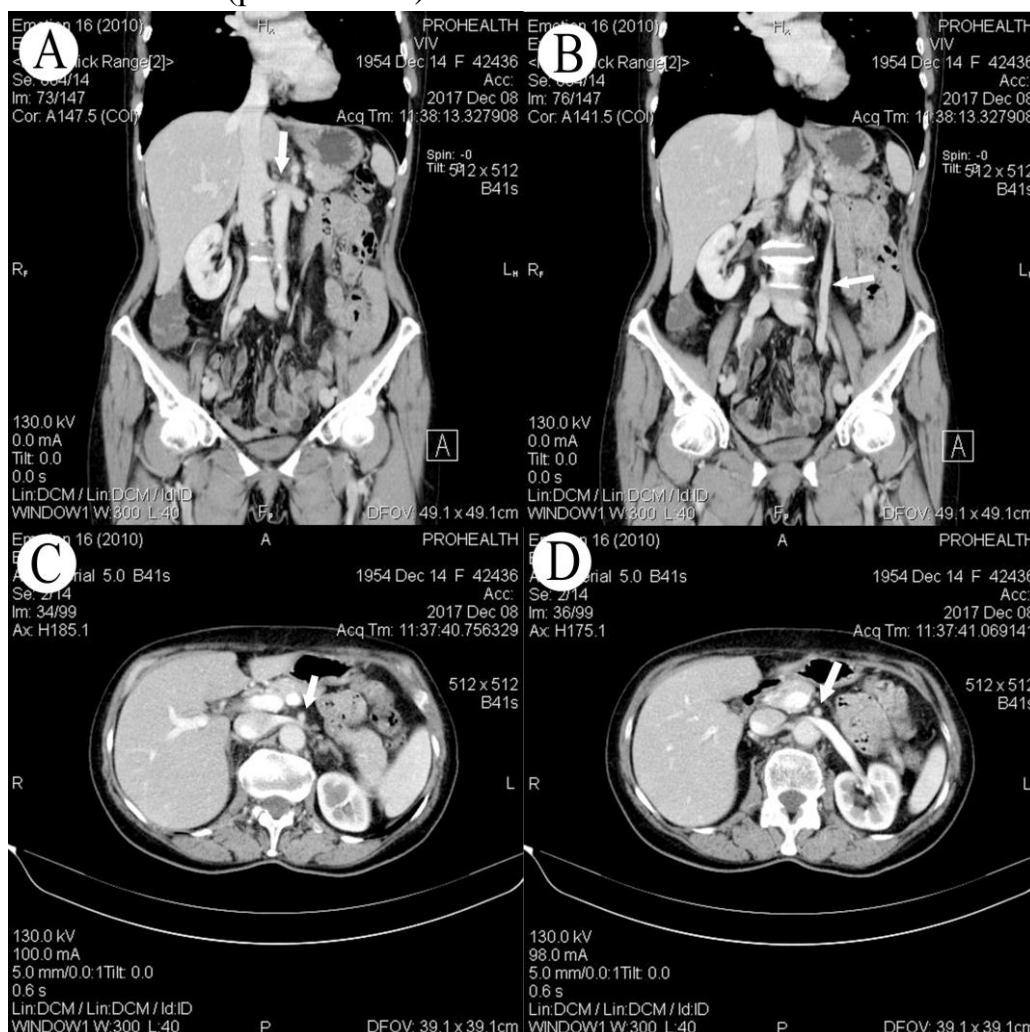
Мультиспіральна комп'ютерна томографія пацієнтки із варикозним розширенням вен тазу та синдромом компресії лівої ниркової вени (Nutcracker). Стрілкою позначено компресію лівої ниркової вени верхньою мезентеріальною артерією у фронтальній площині (A); компенсаторно розширену ліву яєчникову вену у фронтальній площині (B); компресію лівої ниркової вени верхньою мезентеріальною артерією у аксіальній площині (C, D).
